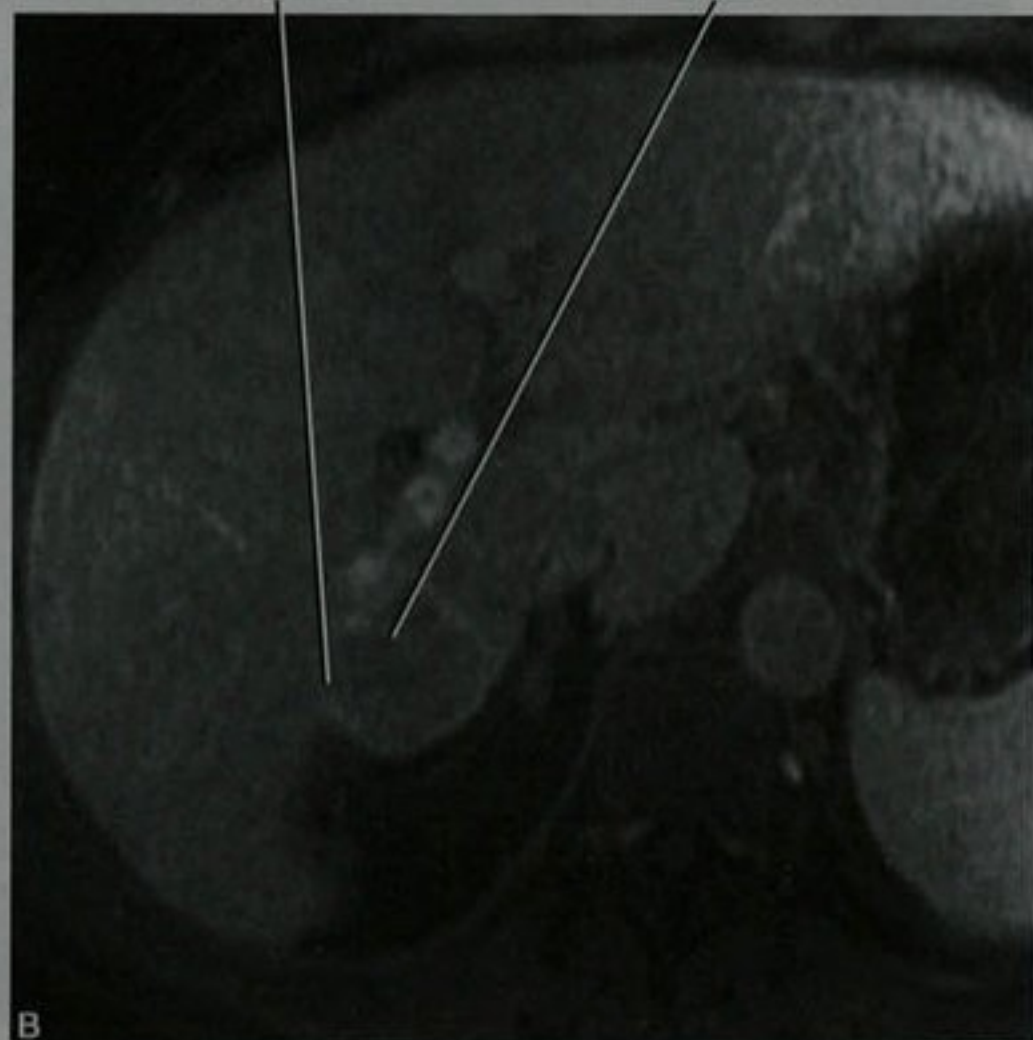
肝细胞癌患者的轴位动脉期(A)和门静脉期(B)MRI 钆剂增强 MR 图像显示典型的增强方式
